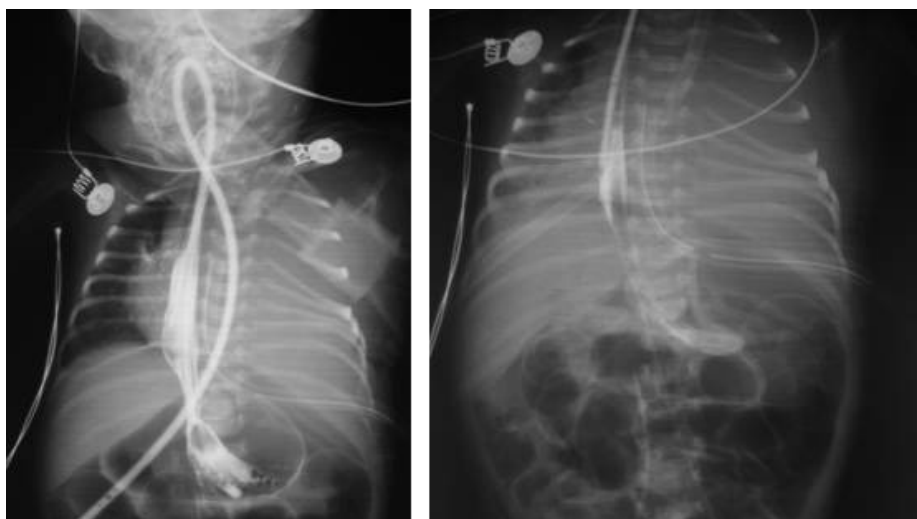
RADIOGRAFÍA DE TÓRAX CON BARIO. FÍSTULA TRAQUEO- ESOFÁGICA PASO DEL MEDIO DE CONTRASTE POR TUBO ENDOTRAQUEAL (ADYACENTE A LA FÍSTULA) HACIA EL BRONQUIO DERECHO. LA Sonda OROGÁSTRICA ADECUADAMENTE POSICIONADA CON EXTREMO DISTAL EN EL CUERPO GÁSTRICO CON PASO DEL MEDIO DE CONTRASTE HASTA LA FÍSTULA CARINAL.
